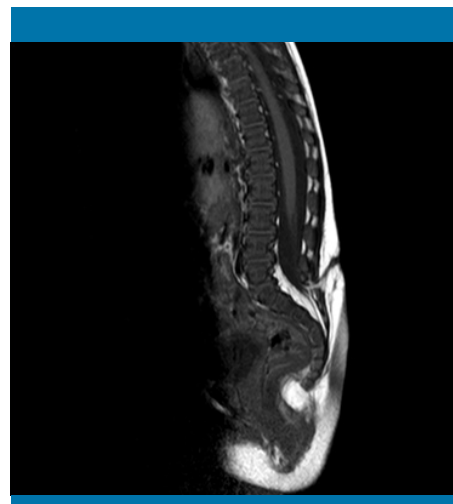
RM para confirmar la presencia de disrafismo espinal complejo
